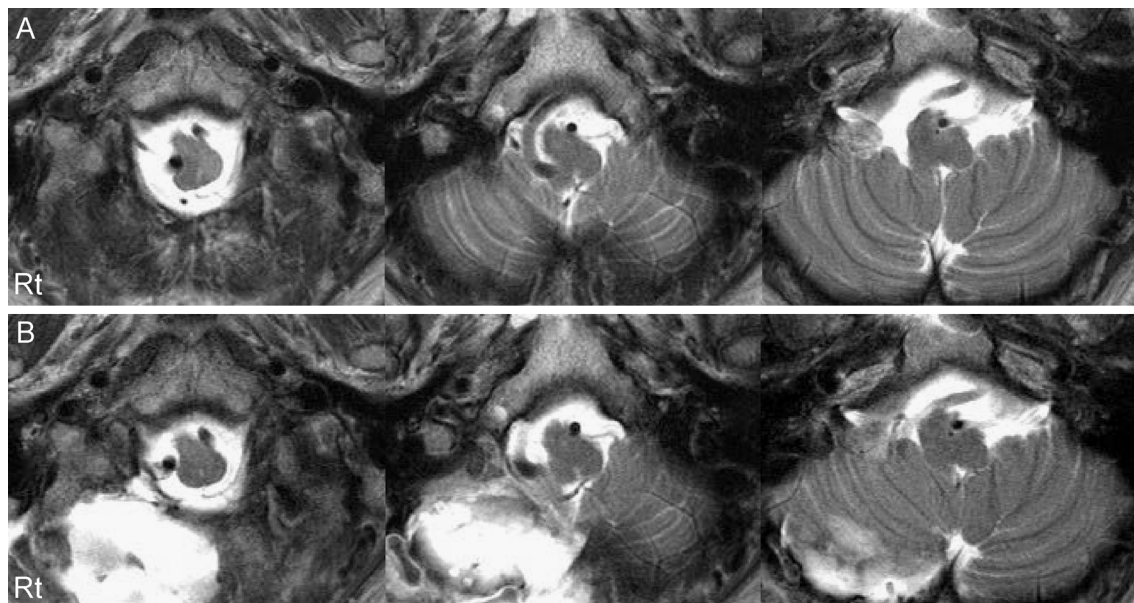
MR imaging of brain.
